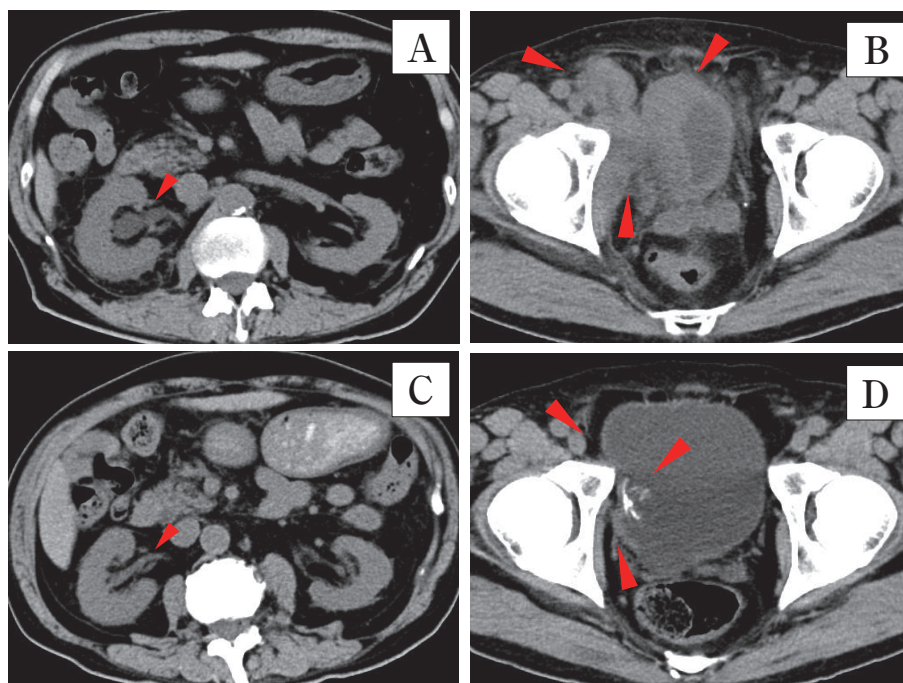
(A, B) Plain CT images before chemotherapy showing tumor growth after TUR-BT and the presence of right hydronephrosis. (C, D) Plain CT images after chemotherapy demonstrating the disappearance of right hydronephrosis and near-complete remission of the tumor. Calcification remained in the bladder.
